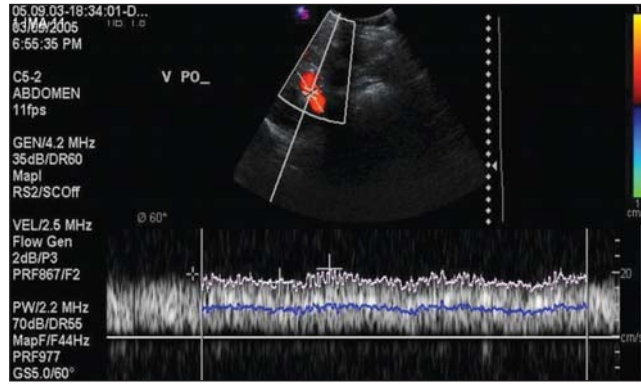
Curva espectral do ultra-som Doppler de amostra adquirida no ponto médio entre a origem da veia porta e sua bifurcação, com ângulo de insonação de 60°.
